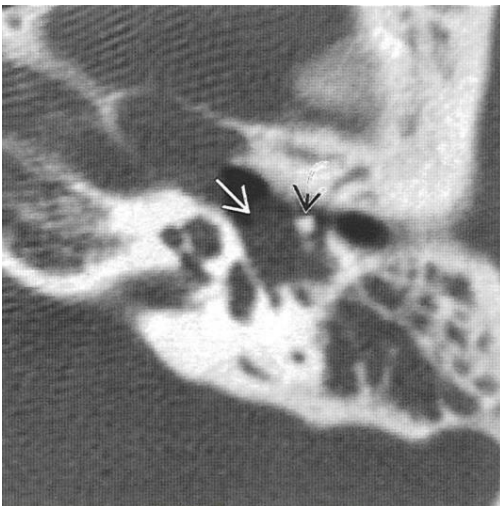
Imagen izquierda. La TC axial del hueso temporal revela el componente del oído medio de un schwannoma que desplaza los huesecillos en sentido lateral. Las celdas aéreas mastoideas están opacificadas como resultado del bloqueo de la entrada al antro creado por el schwannoma.
